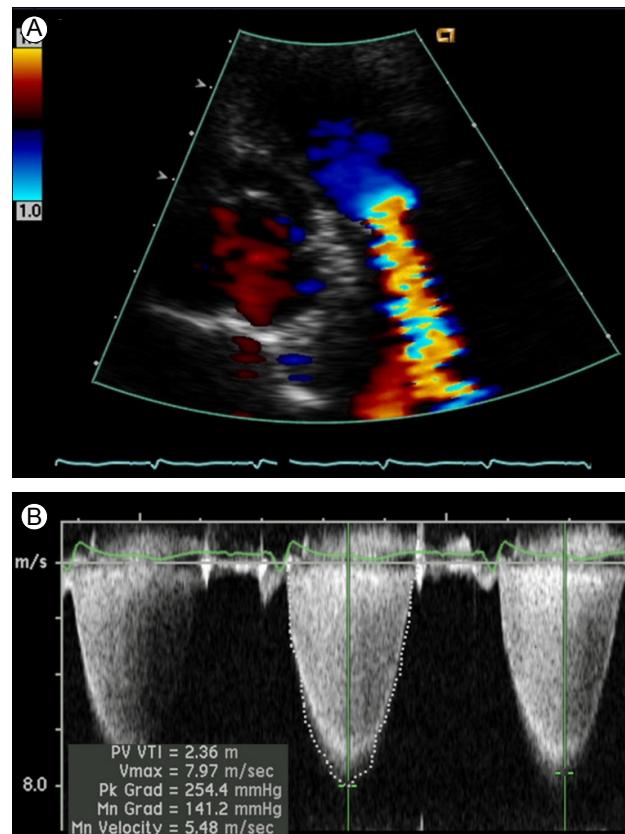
The parasternal short axis view of a two-dimensional echocardiogram showed a thickened pulmonary valve with severe doming. A color Doppler showed a mosaic pattern indicating high velocity and turbulent flow (A). A continuous wave Doppler showed a pulmonary valve peak velocity of 7.97 m/s with a peak gradient of 254.4 mmHg (B).
